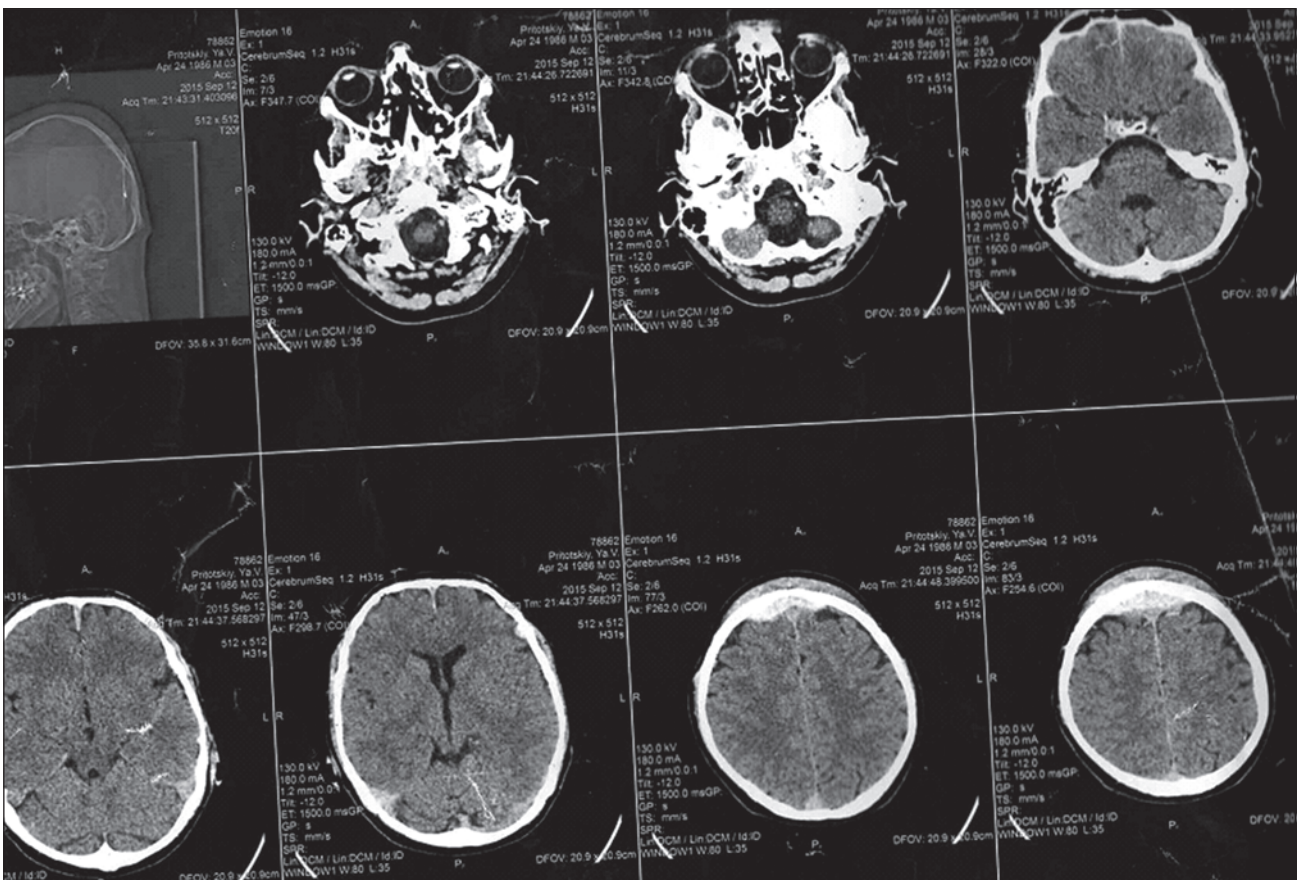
КТ головного мозку пацієнта Н. від 12.09.2015 р. (сагітальні, аксіальні зрізи)
